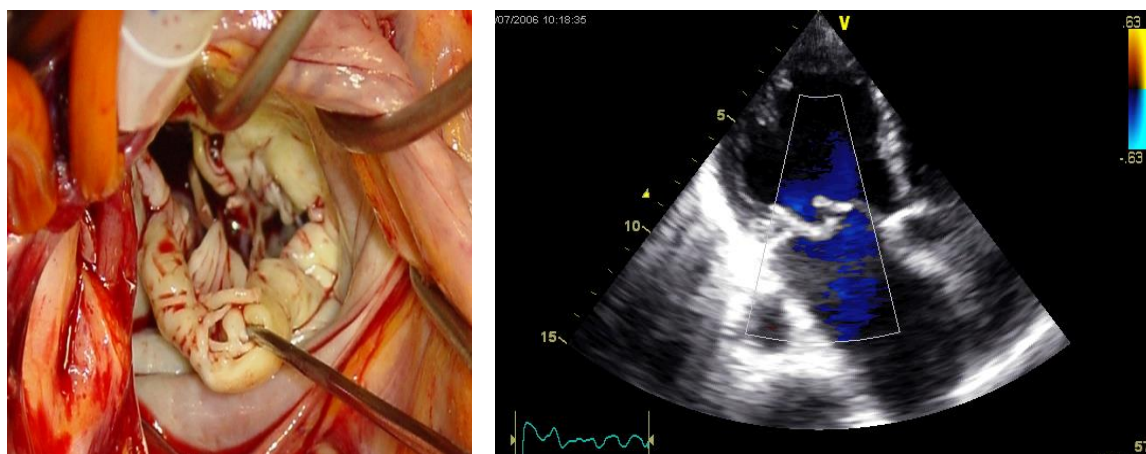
Imagine intraoperatorie și Ecocardiografică de Flail de valvă mitrală [72]
